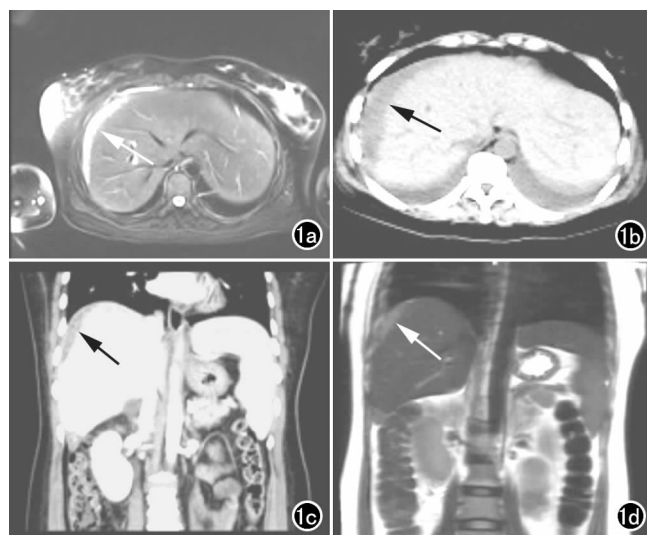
a) T_2 WI 横轴面示肝包膜下弧形稍长 T_2 信号(箭), 内部信号不均匀; b) CT 平扫横轴面示肝包膜下弧形低密度影(箭), 肝脾周围水样低密度带; c) CT 增强扫描冠状面示肝右叶低密度影(箭); d) 冠状面 T_2 WI 示肝右叶不规则稍短 T_1 信号影(箭)。
